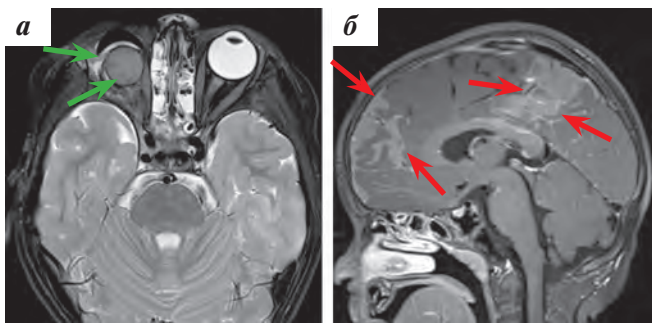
МРТ с ВК орбит, головного мозга, спинного мозга: а – T2-взвешенное изображение в аксиальной плоскости с подавлением сигнала от жировой ткани, в правой орбите определяются имплант и протез (указаны стрелками); б – T1-взвешенное изображение после ВК в аксиальной и сагиттальной плоскостях: интенсивное накопление контрастного вещества оболочками головного мозга (указано стрелками)
